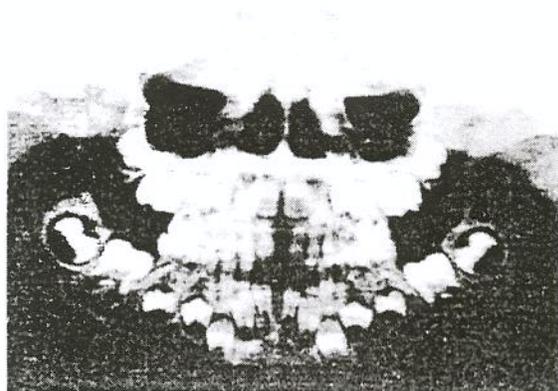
Panoramic X-ray of the same child (fig. 3), comprovig the presence of diastema (superior and inferior). Observe the deciduous dentition.
